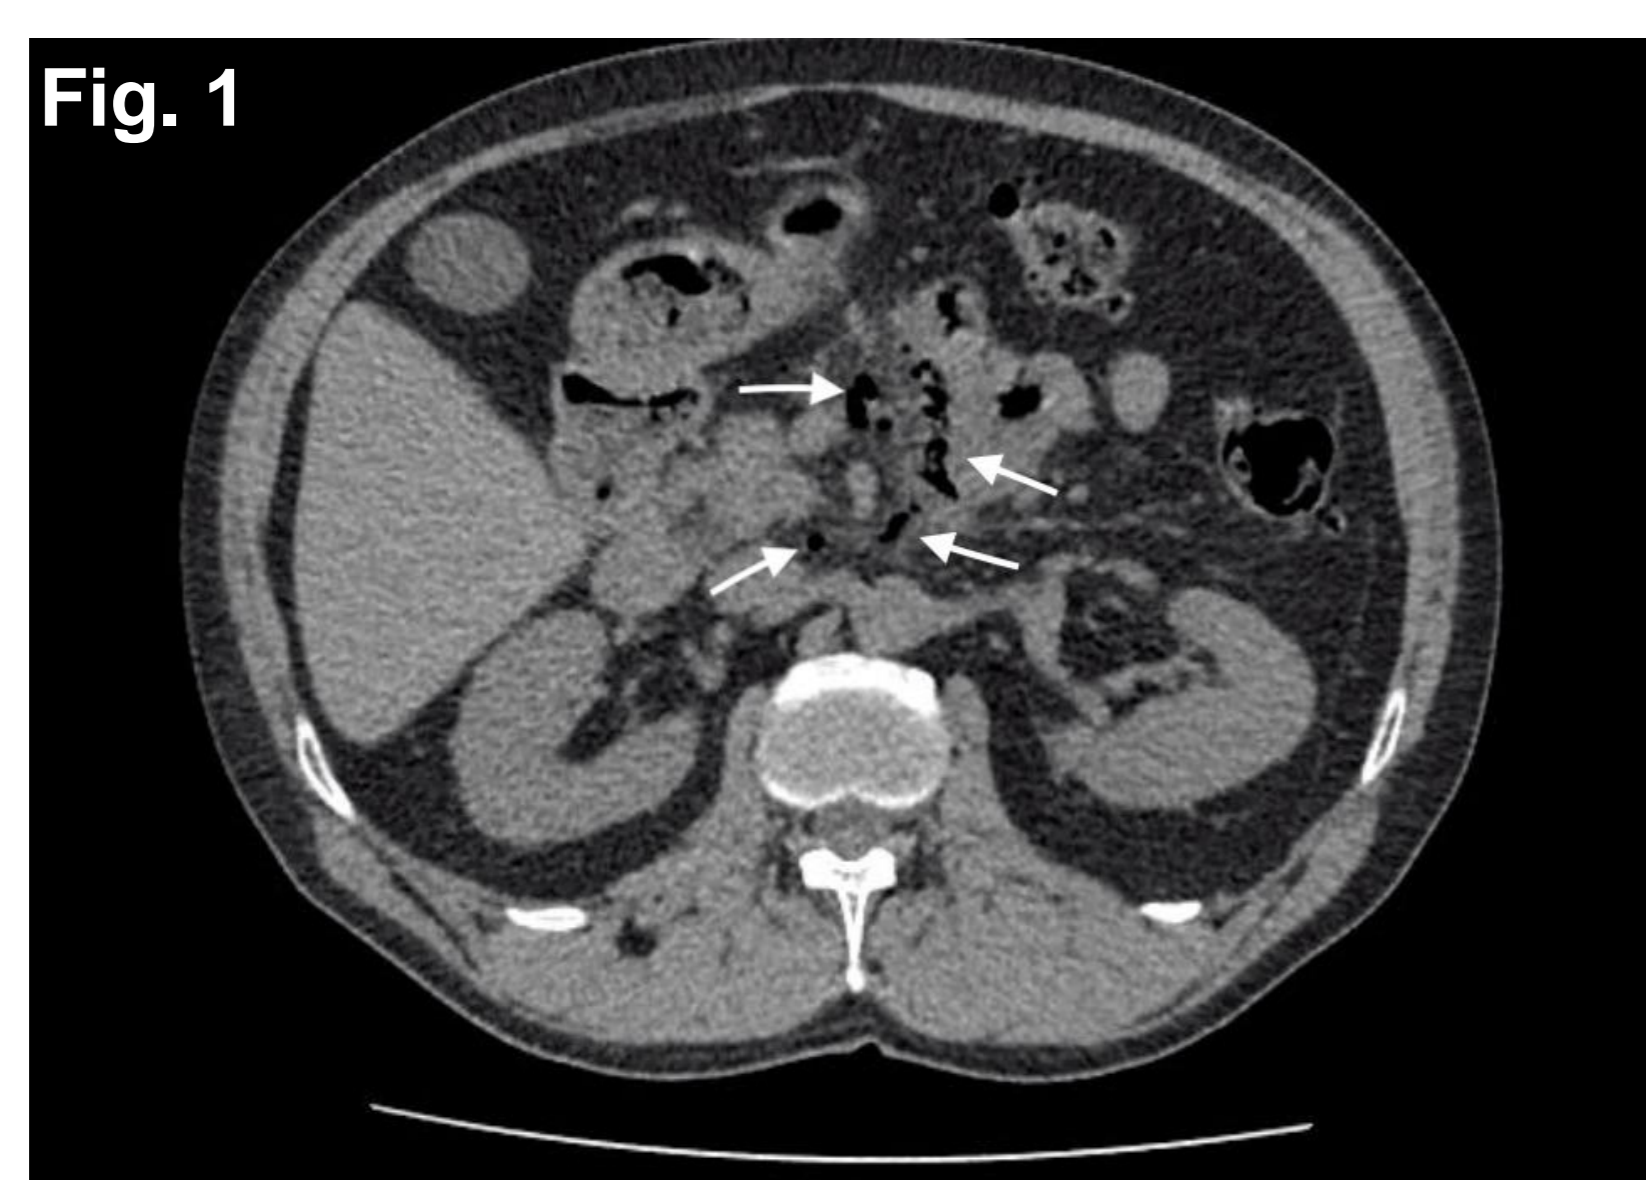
TAC Abdomen sem contraste; Figura 2: TAC Abdomen com contraste arterial; Figura 3: TC Abdomen em corte coronal. As setas brancas indicam o retropernoeritônio
